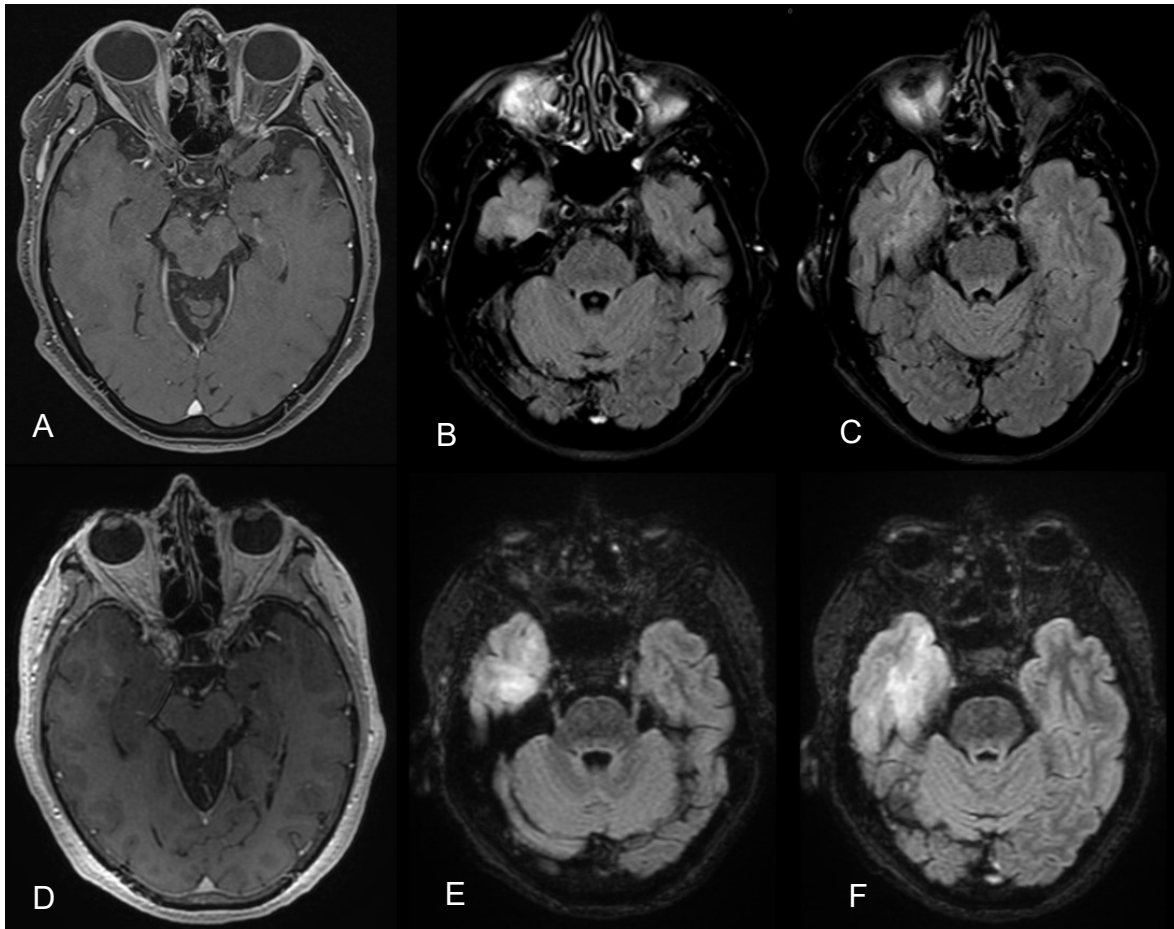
IRM au diagnostic avant chirurgie d'une patiente présentant un transcrite de fusion FGFR3-CGNL1 ; Images ABC : première IRM de février 2019, A : Séquence T1 avec injection de gadolinium, B et C : séquences FLAIR ; Images DEF : IRM réalisée juste avant la prise en charge chirurgicale en avril 2022, D : séquence T1 avec injection de gadolinium, E et F : séquences FLAIR
